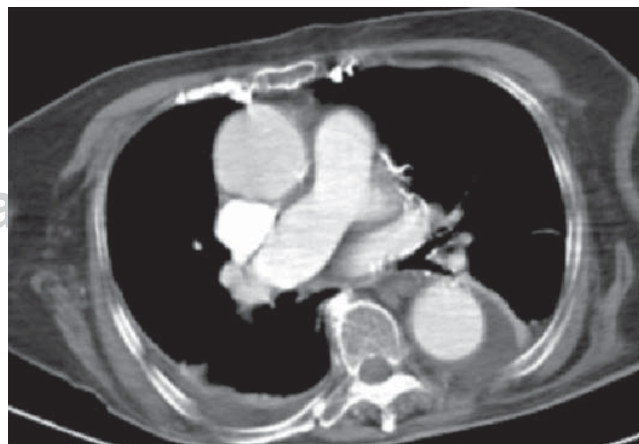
Imagen correspondiente al estudio de TC helicoidal realizada en postoperatorio (corte transversal).
